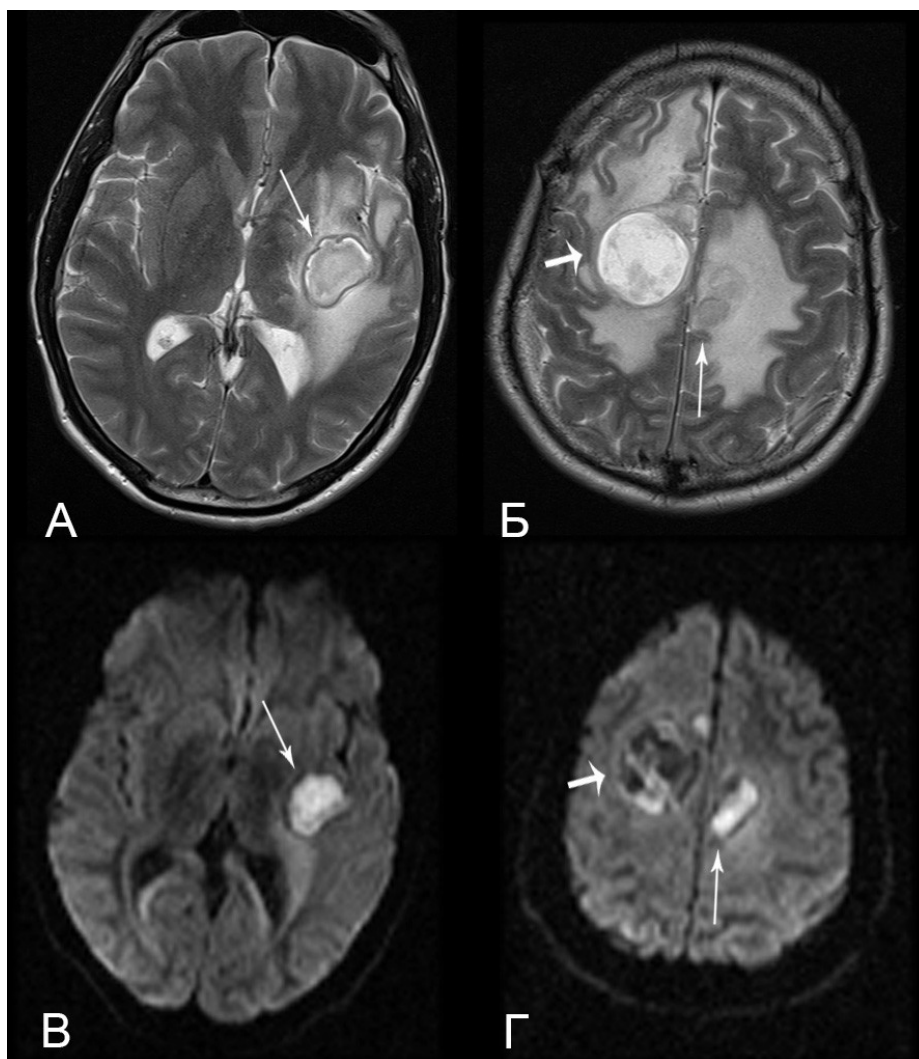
МРТ пациента И. 28 лет с туберкулезными абсцессами. Все изображения в аксиальной проекции. А, Б – T2ВИ, В, Г – соответствующие им DWI (b 1000). В левой гемисфере определяются две крупные патологические структуры, которые неоднородно гиперинтенсивны на T2ВИ (в сравнении с корковым веществом), с повышенным сигналом на DWI, что соответствует абсцессам (отмечены тонкими стрелками). При этом сигнал от наиболее крупной структуры в правой лобно-теменной области неоднородно гиперинтенсивен на T2ВИ, но лишь частично повышен на DWI, что характерно для переходной формы туберкулемы с признаками трансформации в абсцесс (отмечена толстой стрелкой).
